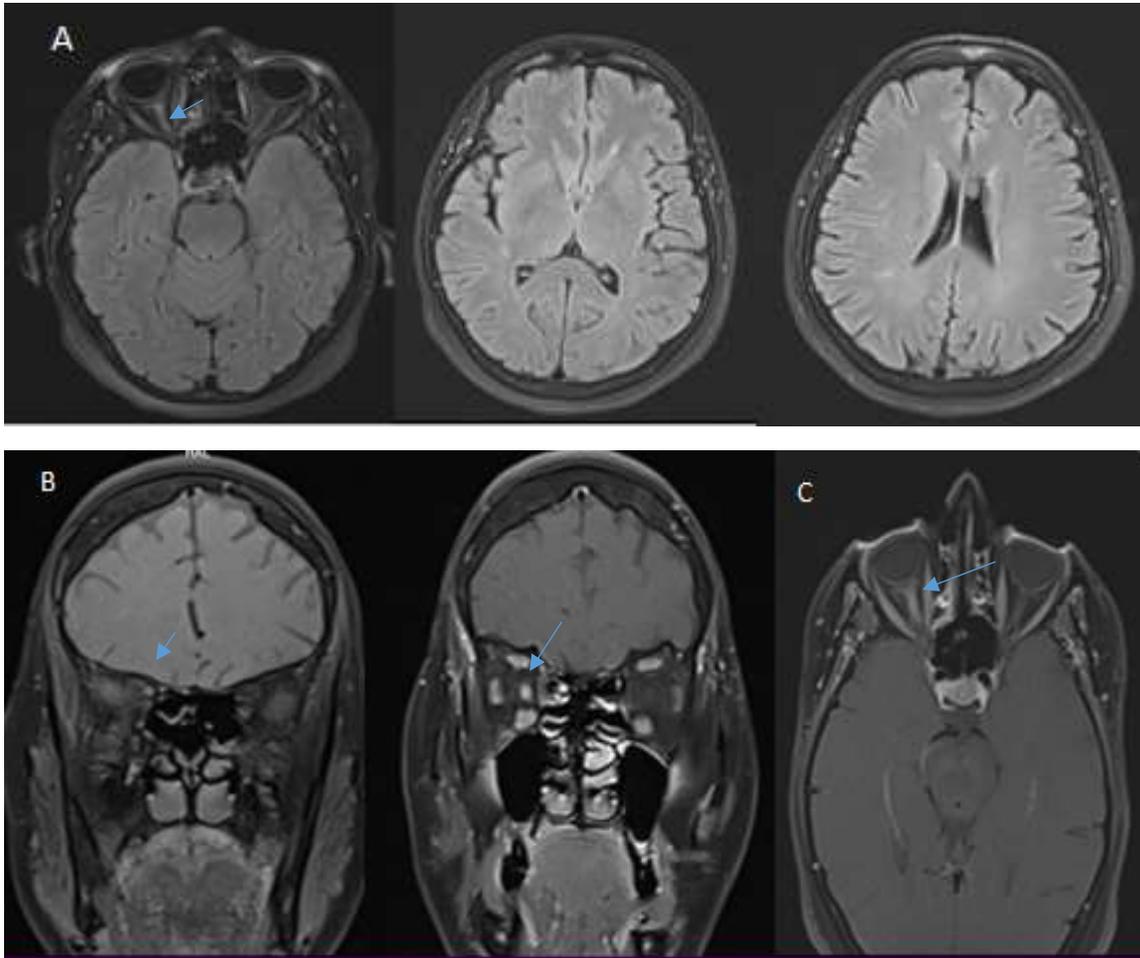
IRM cérébro-orbitaire, coupe axiale FLAIR (A), T1 injectée coronale et axiale (B, C) objectivant une névrite optique droite avec prise de contraste étendue, avec des lésions non spécifiques de la substance blanche en hémisphérique droit.
